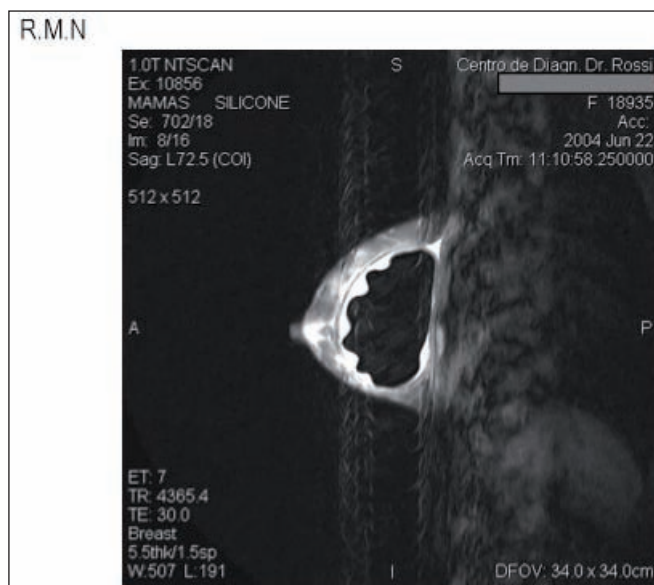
Paciente de 34 años con implantes Silimed® de 285cc en plano retro-glandular colocados 28 meses antes; vía hemiareolar inferior, ubicación retro-glandular. Resonancia Nuclear magnética en corte sagital: de manera significativa, podemos observar los pliegues producidos por el seroma (de color blanco) sobre el elastómero del implante y ver perfectamente la interfase cápsula-glándula.
